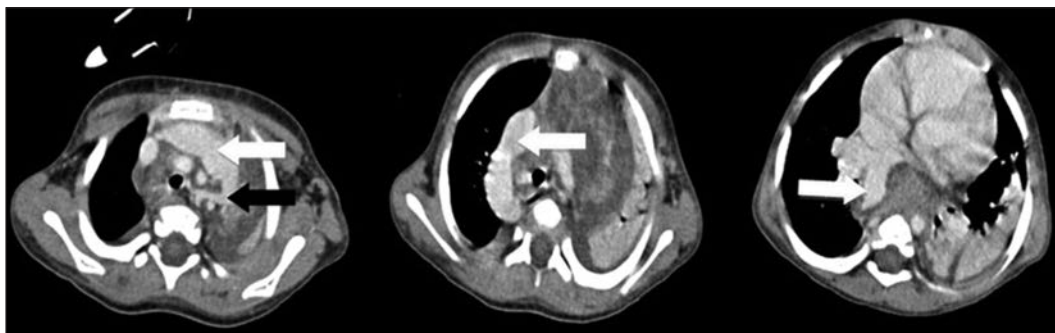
Thorax CT scan :In the first view the black arrow shows the fistula arising from the hemiazygos vein, white arrows in the first and second views show the route of the fistula and the one in the last view shows the opening of the fistula to the left atrium through the right superior pulmonary vein.
